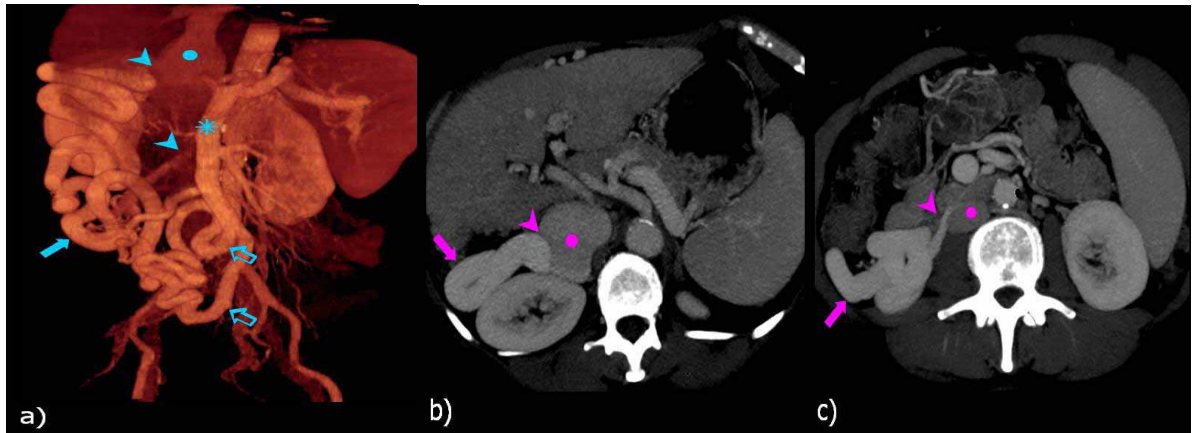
TDM abdominale, Reconstruction en MIP axiale (b,c) et en VR coronale (a). Visualisation de deux shunts mésentéricocaves enchevêtrés développés à partir des branches iléocaecales et se jetant dans la veine cave inférieure .
